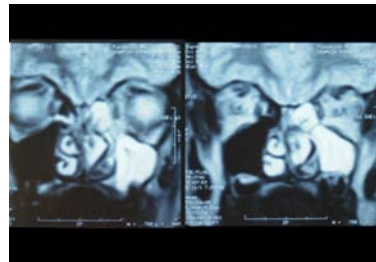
RMN prequirúrgica. Compromiso máxilo-etmoidal
